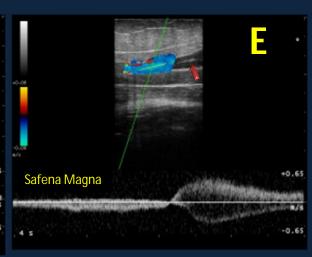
Corte longitudinal modo B (A) y Doppler color (B) y corte axial modo B (C) donde se observa sinéquias intraluminales secundarias a trombosis previa conformando el "signo del doble caño" D-E: Insuficiencia valvular en paciente con evento trombótico previo en vena femoral (D) y safena magna (E). Obsérvese en este último la presencia de sinéquia (flecha)
